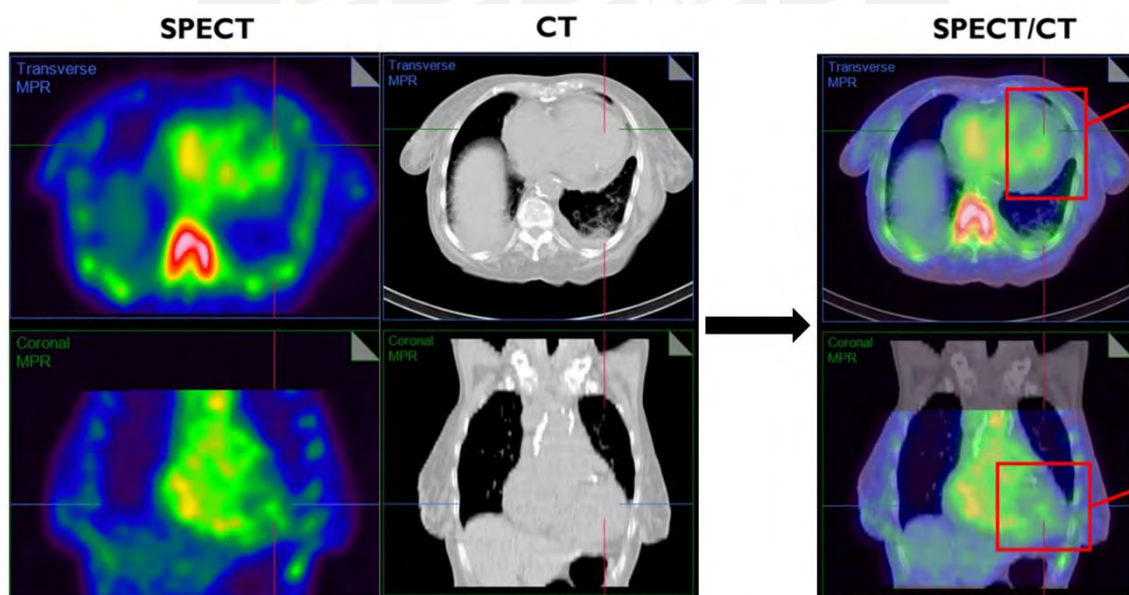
Comparación entre imágenes tomadas con SPECT, CT y SPECT/CT. Imágenes de la cavidad torácica de un paciente utilizando Tc 99m-pirofosfato como radiofármaco. Imagen adaptada de Journal of Nuclear Cardiology, Zainab Al Taha MD et al, Attacking the Achilles heel of cardiac amyloid nuclear scintigraphy: How to reduce equivocal and false positive studies, 2023, con permiso de Springer Nature.
